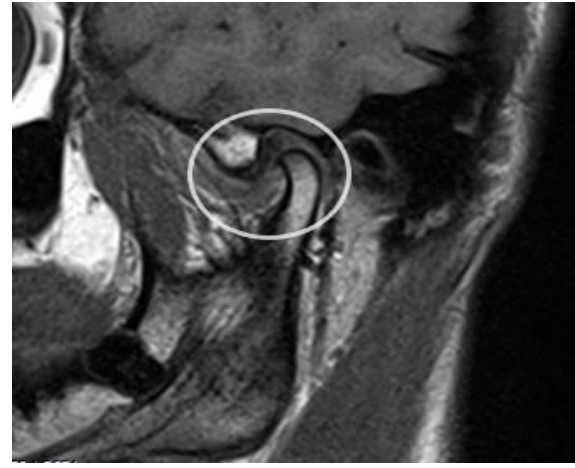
МРТ левого ВНЧС пациента Д., 25 лет, медицинская карта стоматологического больного № 8. Диагноз: передняя дислокация суставного диска левого ВНЧС без редукции.
